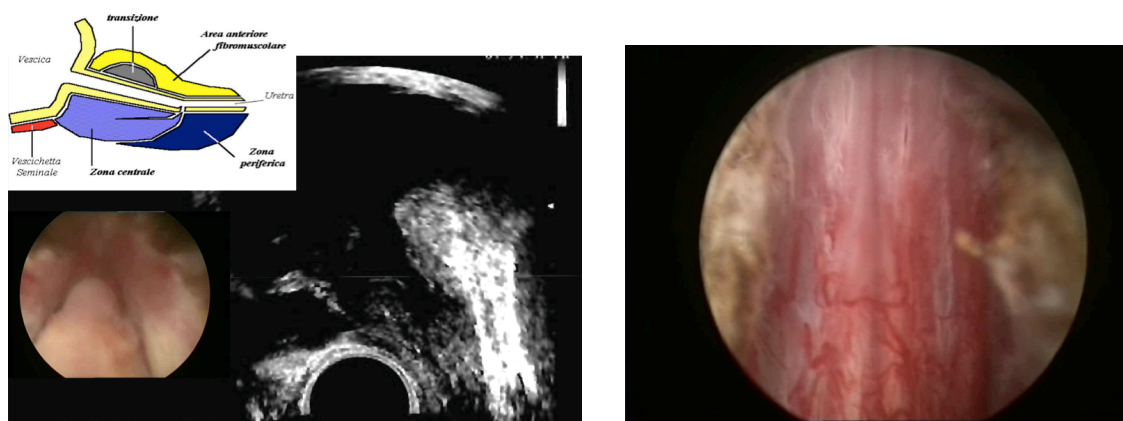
Risultato finale dopo DiLEP con tecnica LEST. A Sn esame ecografico trans-rettale che mostra l'ampia loggia e la preservazione del collo. Sempre a Sn, nel riquadro piccolo, immagine endoscopica di preservazione di parte degli apici che appartengono alla zona periferica della ghiandola. A Dx immagine endoscopica che mostra la preservazione del pavimento dell'uretra prostatica dove sboccano le ghiandole della zona periferica.
